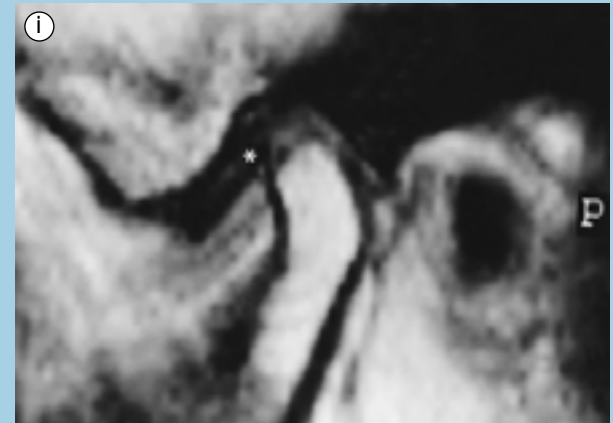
RCD e DFRD em uma mesma paciente tratada com placa mio-relaxante (mulher de 21 anos). RCD reforçada de uma DFRD da ATM direita, na presença de um DDRP (banda discal posterior) (*), IRM sagitais. a) Antes, BF - disco achatado e alongado, luxado anteriormente (*); b) Antes, BA - luxação redutível (*) para a abertura; c) Depois, BF - RCD (*) reforçado de uma DFRD (dupla ponta de seta);
